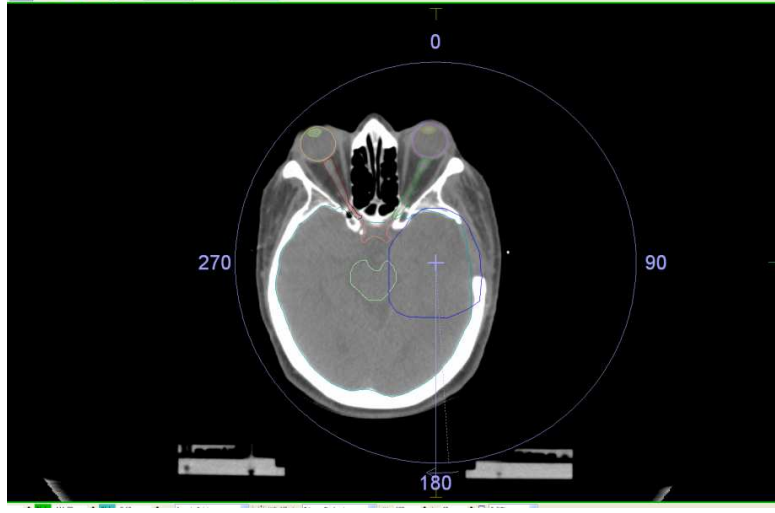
MRG görüntüsü ve BT görüntüsü üzerinde konturlanmış hedef hacim ve kritik yapılar
